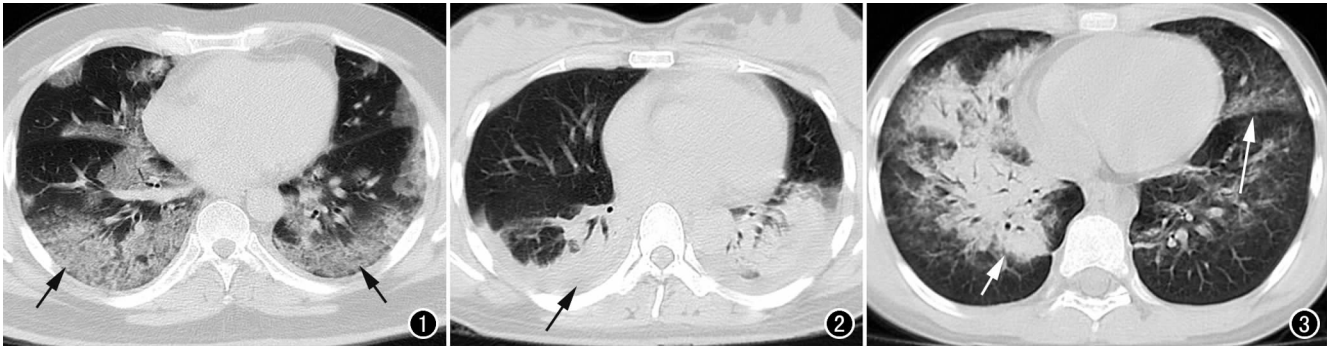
男,44 岁,危重症患者,两肺各叶散在分布较多磨玻璃密度影(箭),以胸膜下及支气管周围多见,呈地图样,CT 评分 11 分,病毒载量 4.13 copies/ml。图 2 产妇,23 岁,剖宫产后,两肺下叶见大片致密实变影(箭),内见充气支气管征,CT 评分 6 分,病毒载量 1.70 copies/ml。图 3 男,11 岁,右肺中叶及下叶大片实变影(短箭),内见充气支气管征,周围肺野及左肺见散在磨玻璃密度影(长箭),CT 评分 10 分,病毒载量 5.74 copies/ml。
